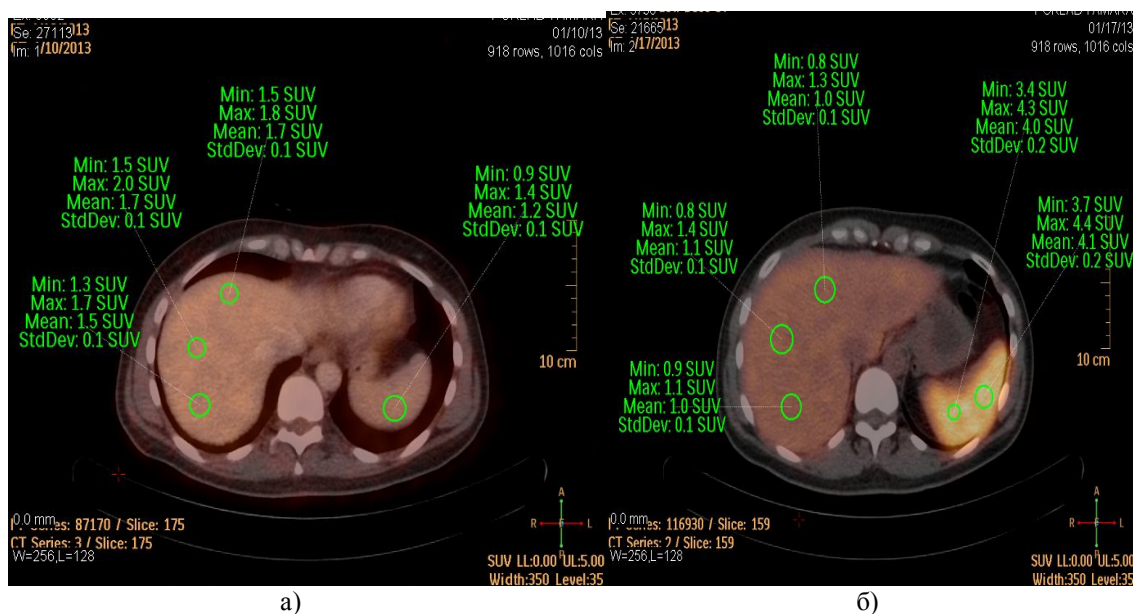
Код пациента 1. а – ПЭТ/КТ-картина с введением 18F-FDG, б – ПЭТ/КТ-картина с введением меченных лейкоцитов 18F-FDG
